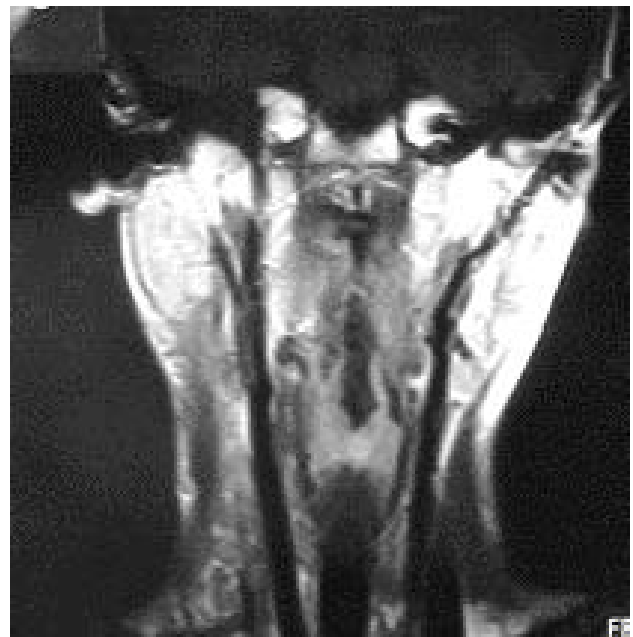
Resonancia magnética nuclear. Compromiso de glándula parótida y estructuras vasculares de la derecha. Dismorfismo por infiltración del espacio paratraqueal y paraesofágico ipsilateral.
